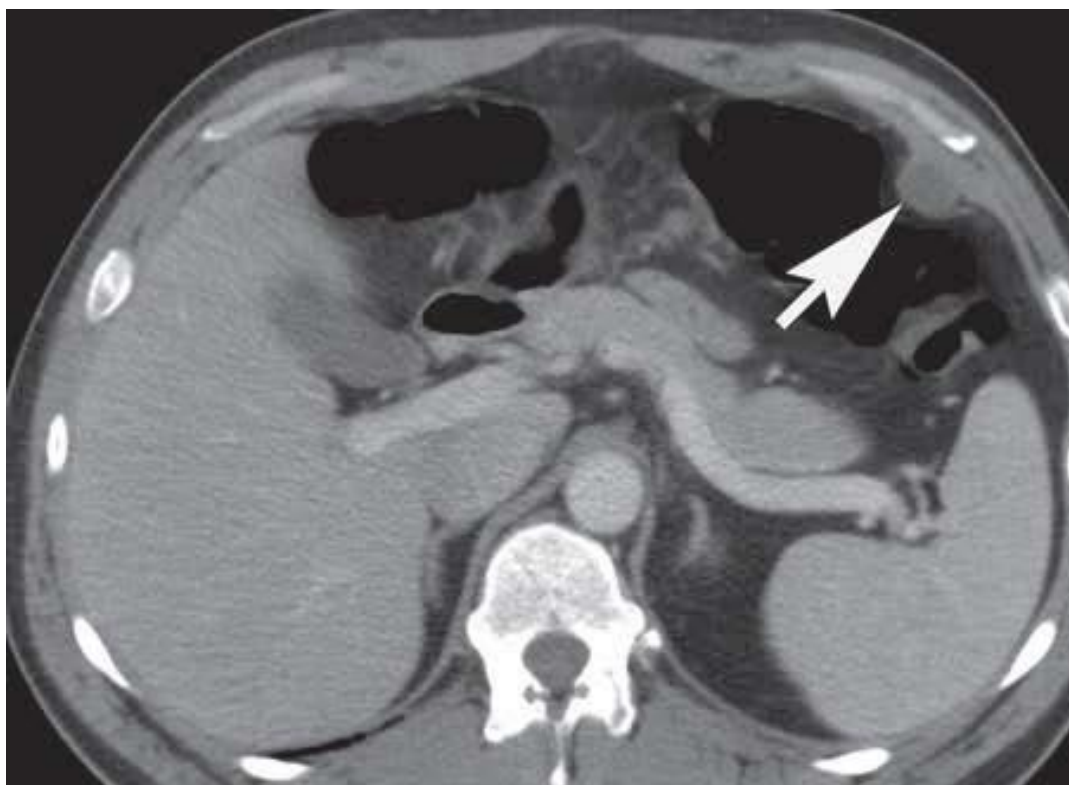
TDM abdominale. Nodule de carcinose dans le cadre d'une tumeur colique ^[46].
